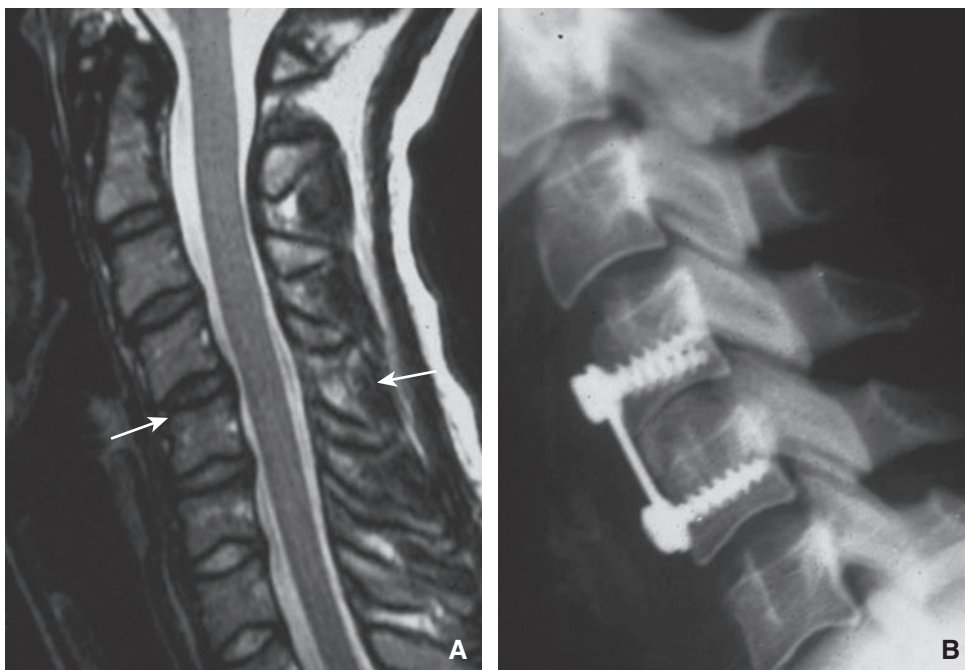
Entorse grave de C4-C5 avec IRM montrant surtout un hypersignal postérieur (A, flèches) et la chirurgie antérieure pratiquée (B).
